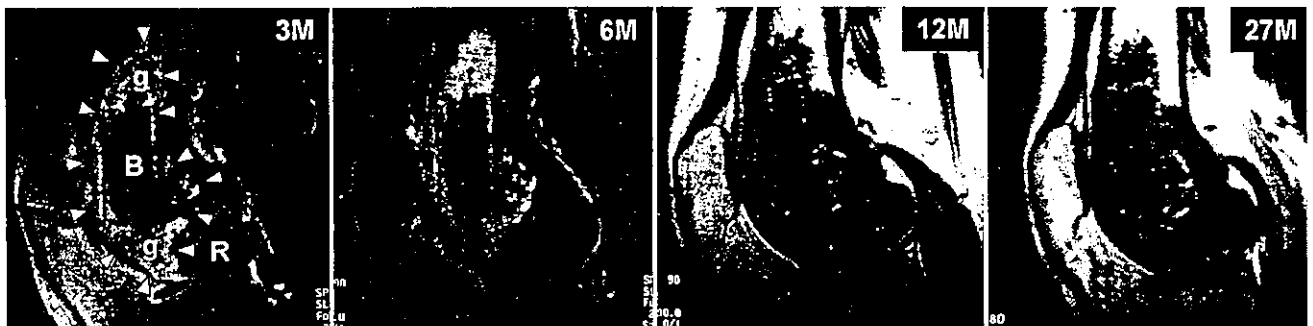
良性骨腫瘍切除後にネオボーン®を充填した代表症例のMRI像
